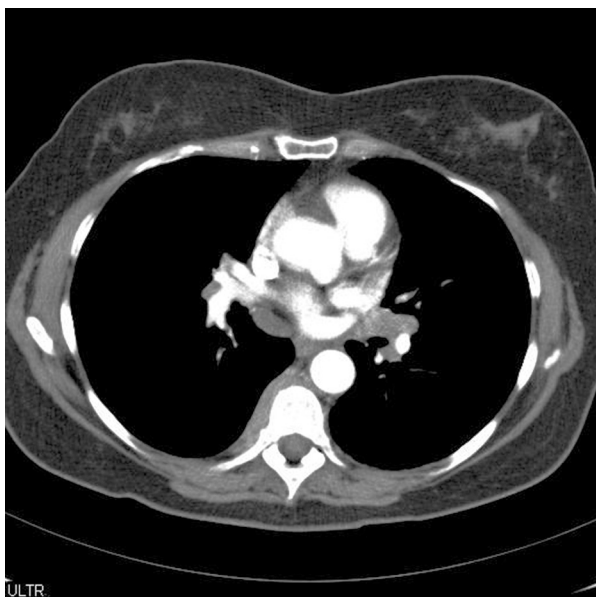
Case 2. Chest computed tomography scan. The left pleural effusion and subpleural nodules in a patient with sarcoidosis
